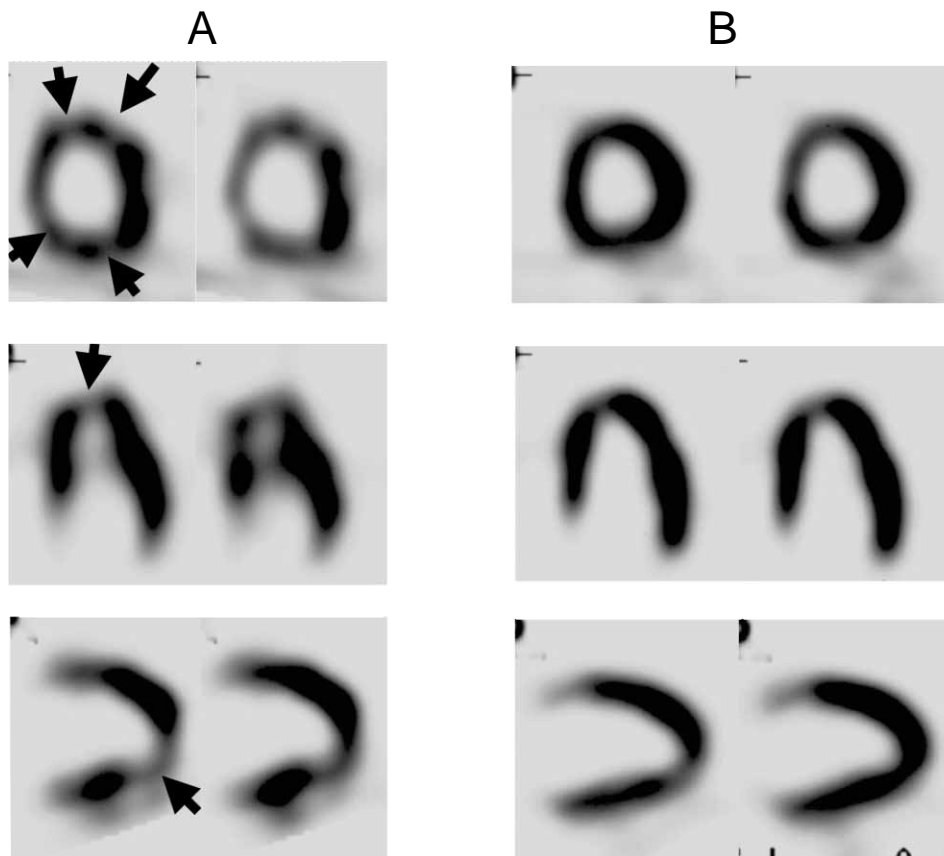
^{99m}Tc-tetrofosmin scintigrams showing (A) spotty decreased uptake (arrow) of septal and inferior wall and part of free anterior wall before steroid therapy and (B) no defect after steroid therapy.
